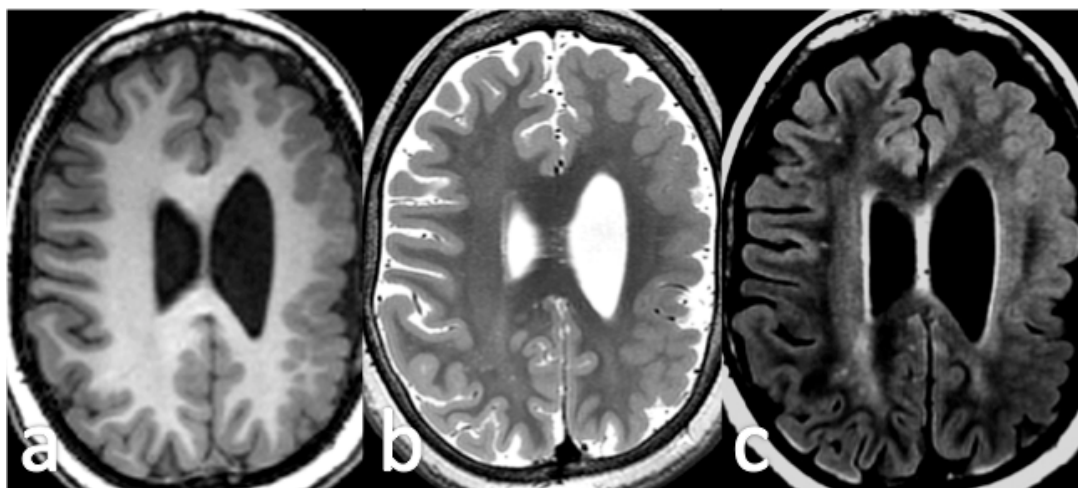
Polimicrogria. Cortes axiales con secuencias T1 (a), T2 (b) y FLAIR (c) que muestran engrosamiento de la corteza del hemisferio cerebral izquierdo, con señal isointensa con respecto a la corteza contralateral en todas las secuencias y borde ligeramente lobulado.
